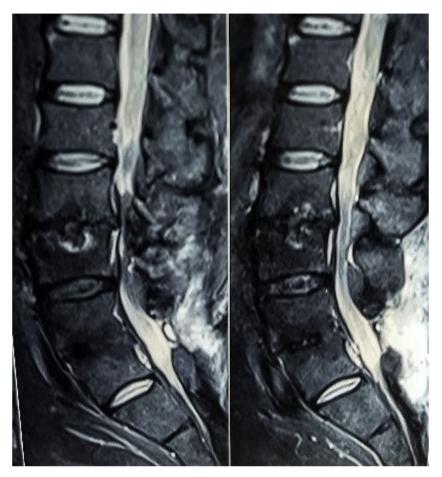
RM sagital lumbar, 6 meses pop, se observa resolución de espondilodiscitis y absceso, ya sin material quirúrgico.
